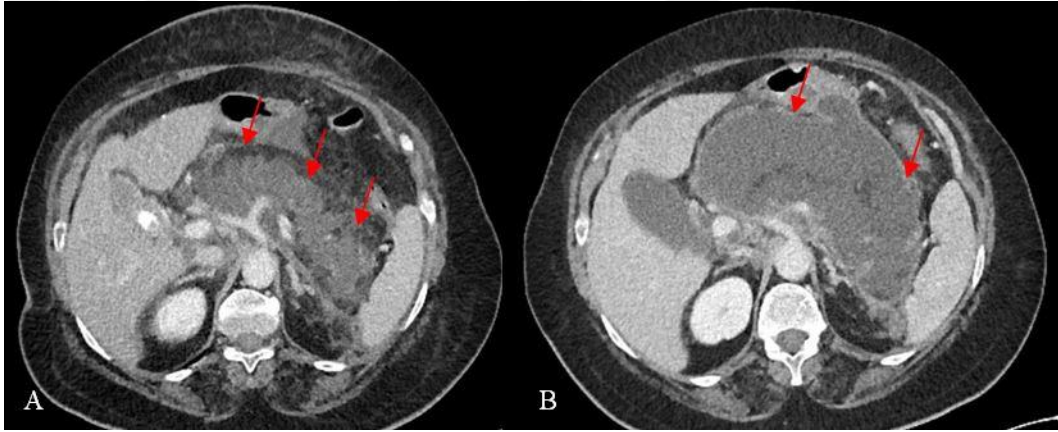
A) Pankreas gövde kesiminde ödemli görünüm, peripancreatik orta derecede serbest sıvı izlenmektedir [Balthazar D, BTŞİ 3, Atlanta klasifikasyonuna göre akut ödematöz pankreatit ve akut peripancreatik sıvı koleksiyonu (APSK)]
